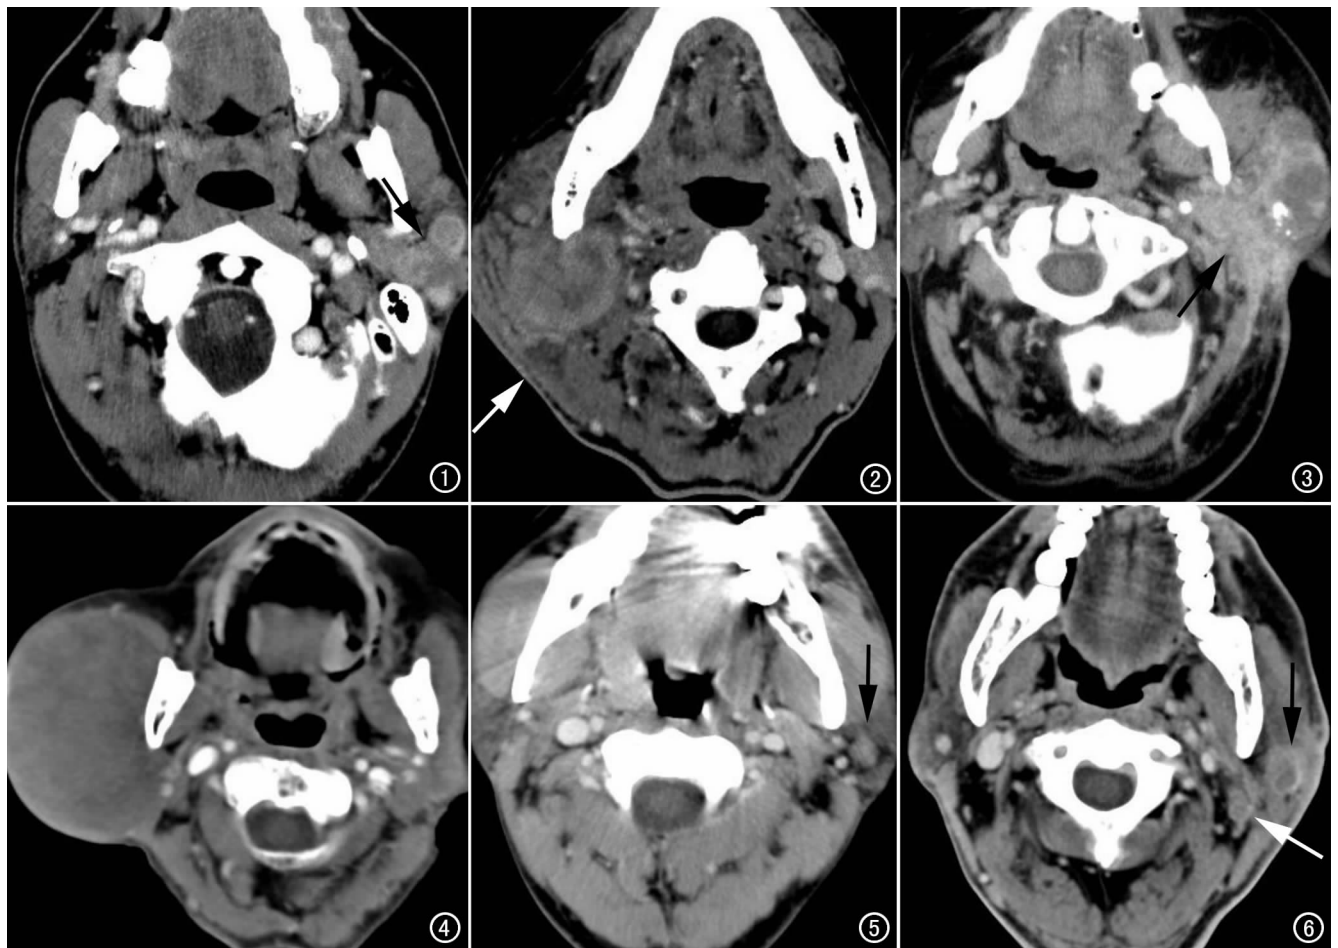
左侧腮腺多形性低度恶性腺癌,浅深叶分叶状肿块,部分边界模糊,周围间隙清晰(箭)。图 2 右侧腮腺低分化黏液表皮样癌,浅深叶分叶状肿块,肿块边界模糊,邻近皮下间隙密度增高(箭)。图 3 左侧腮腺混合瘤恶变,浅深叶巨大肿块,伴钙化及大片坏死,形态不规则,边界不清,邻近结构广泛侵犯(箭)。图 4 右侧腮腺多形性低度恶性腺癌,浅叶巨大类圆形肿块,边界基本清楚,CT 误诊为良性肿瘤。图 5 黏液表皮样癌,左侧腮腺类圆形结节,直径 1.1 cm,边界清楚,CT 术前误诊混合瘤(箭)。图 6 低分化腺癌,左侧腮腺弥漫肿大伴环形强化结节(黑箭),邻近软组织广泛肿胀,脂肪间隙模糊,颈鞘区淋巴结肿大并坏死(白箭),术前 CT 误诊感染。
